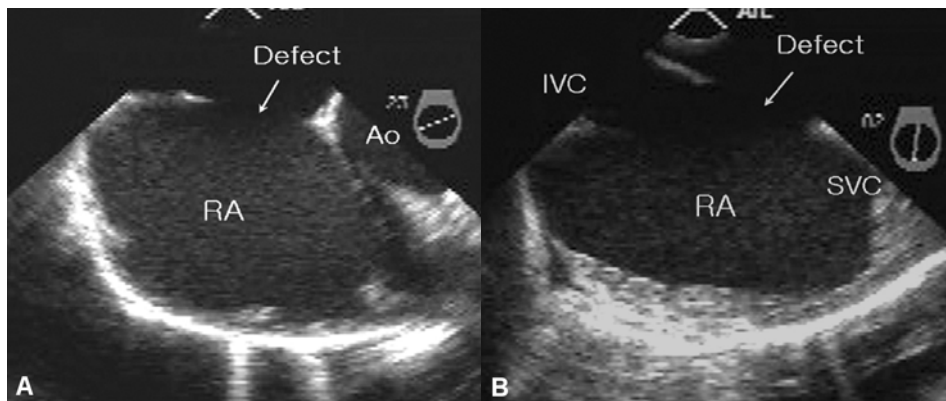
Measurement of the atrial septal defect size on short axis view (A, 0-45°) and long axis view (B, 90-110°) by transesophageal echocardiography.
